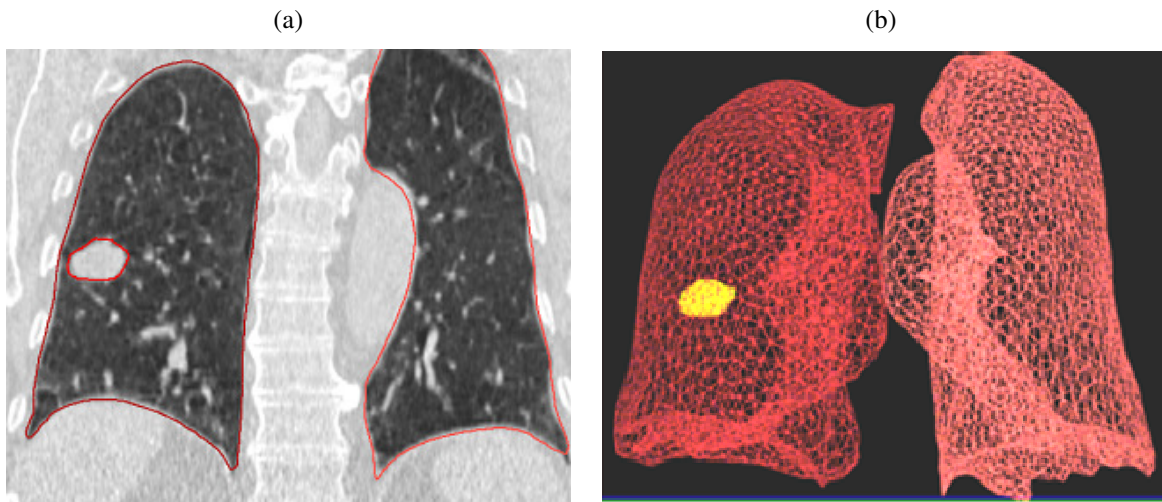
(a) Patientenanatomie im CT und (b) segmentierte Organmodelle.
